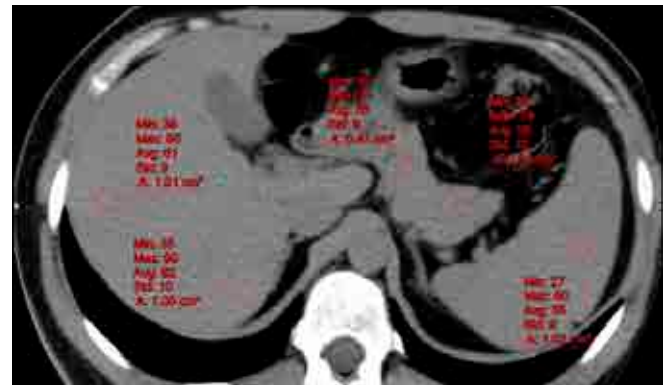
The measurement of mean attenuation values of liver, spleen and pancreas parenchyma on non-enhanced CT in different sections by using region of interest (ROI)
